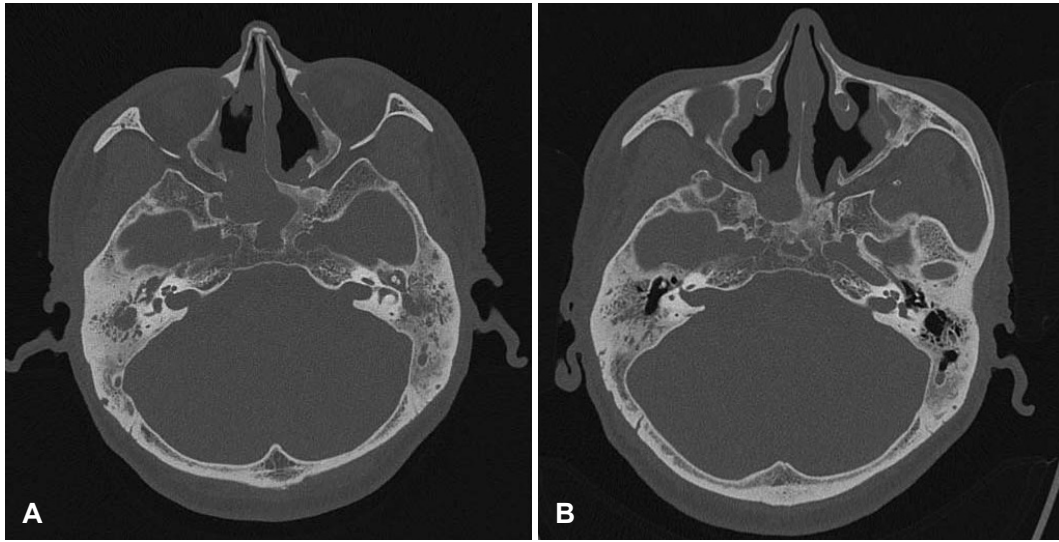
Temporal CT images at first visit (A) and 4 months (B) after final treatment. CT prior to initial treatment showed a soft-tissue density extending from the tympanic cavity to the mastoid cavity. B: CT scan at 6 weeks after dupilumab treatment showed that soft-tissue density decreased in size.
